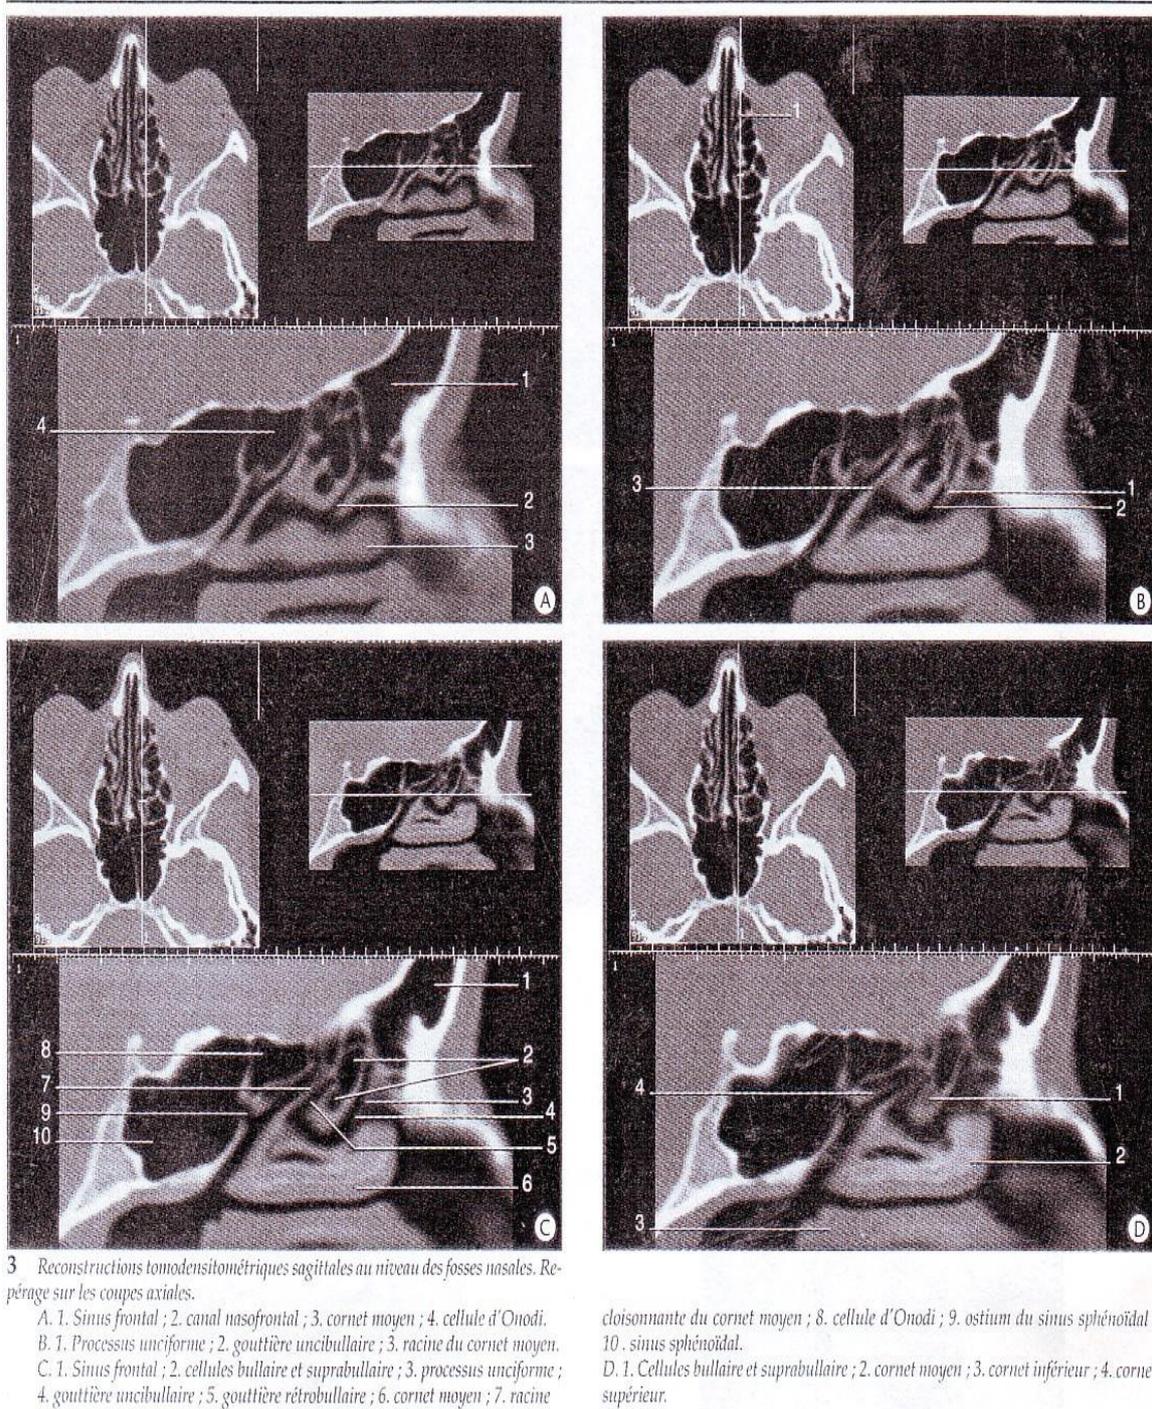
Reconstruction TDM sagittales au niveau des fosses nasales (20).
